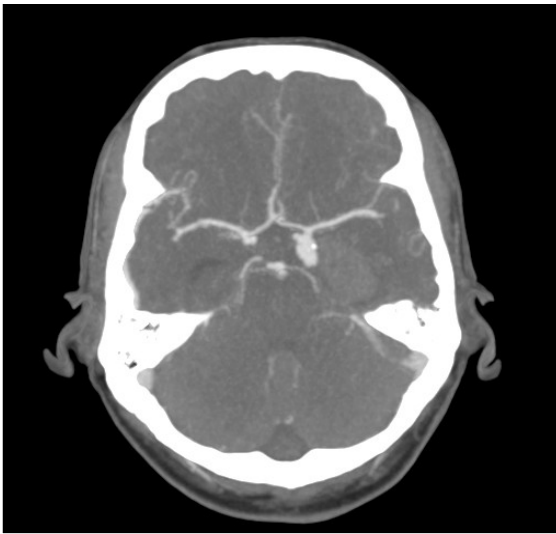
CTA (axiales Schnittbild) eines ACI-Aneurysmas links. (Zur Verfügung gestellt vom Institut für Diagnostische und Interventionelle Neuroradiologie, UMG).
